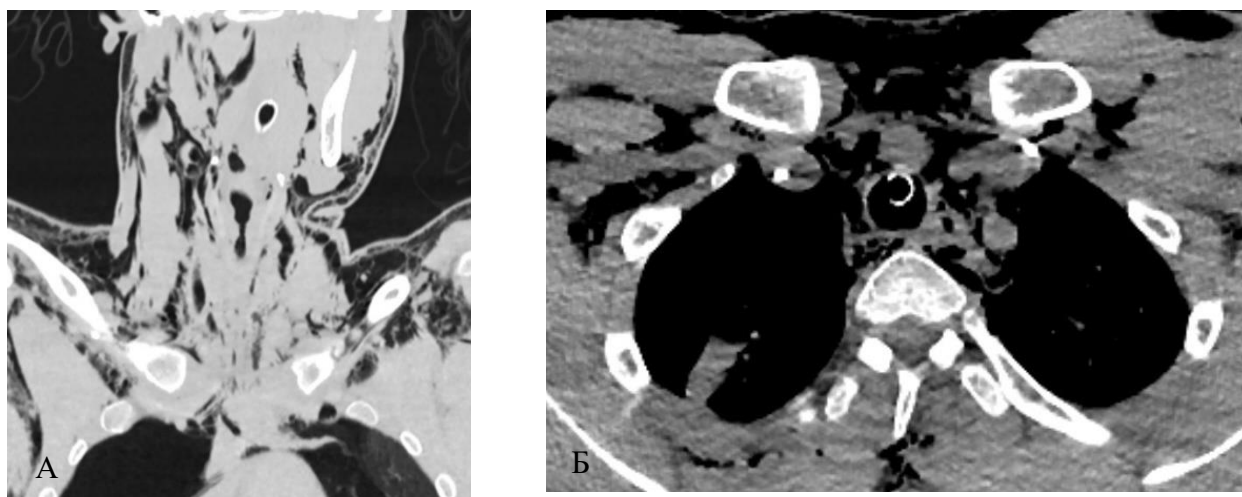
СКТ груди и шеи. Эмфизема средостения и мягких тканей груди и шеи у пациента П. с колото-резанным ранением пищевода: А – фронтальный срез; Б – аксиальный срез
